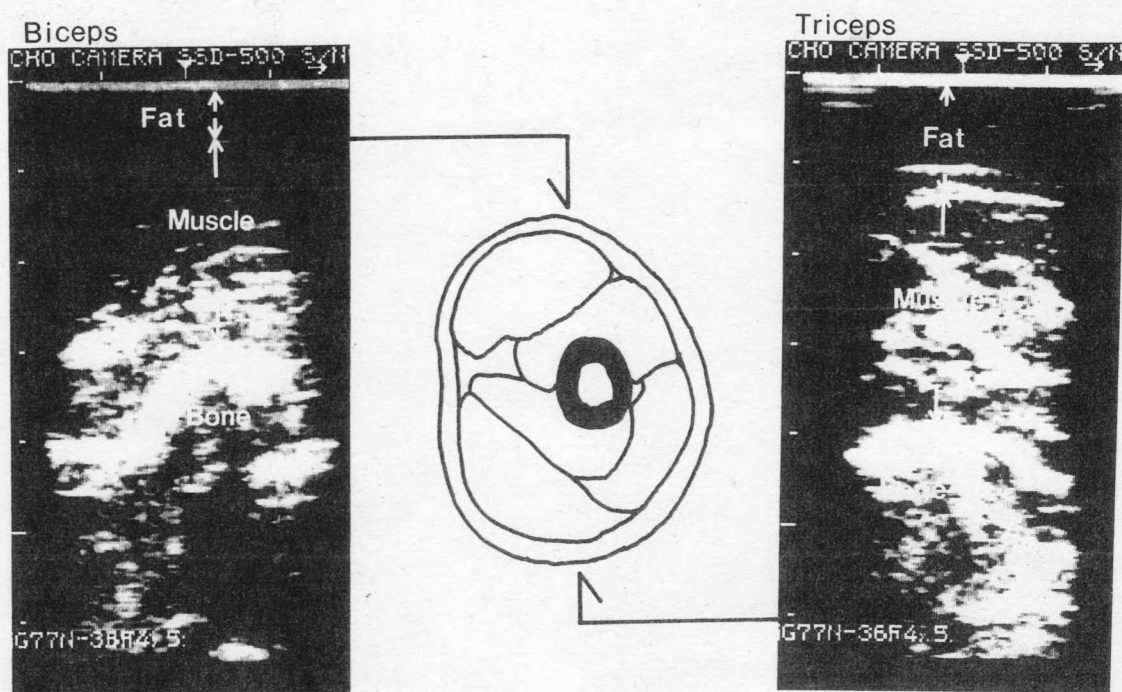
Ultrasonographic images of Upper arm (biceps & triceps).
